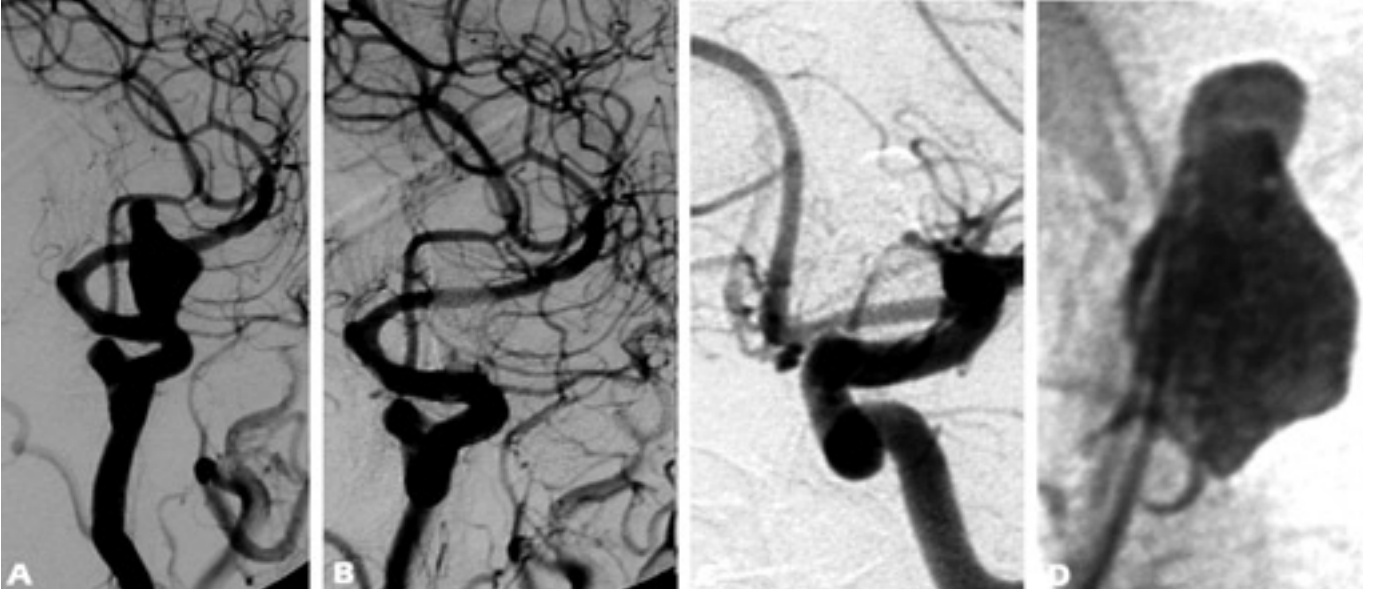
Dev kavernöz internal karotid arter anevrizmasının balon koruma ile Onyx injeksiyonu öncesi (A) ve sonrası (B) anjiyografileri. Birinci yıl kontrol anjiyografide (C) rekanalizasyon izlenmemektedir. Direkt radyografide (D) ve 3 boyutlu rekonstrüksiyonda (E) Onyx kitlesinin görünümü ve Onyx'in parent artere migrasyonu sonucu internal karotid arterin anevrizma boynunda "crescent" şekilde rekonstrüksiyonu.
